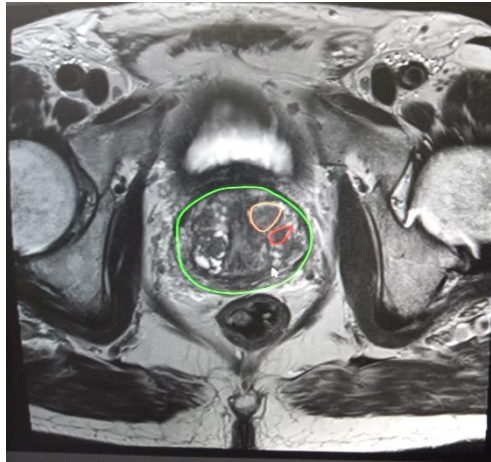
Präoperative manuelle Segmentation der MRT Bilder der Prostata in BioJet® System (Grün - Kontur der Prostata; Orange und Rot – Kontur der MRT-Läsionen)
